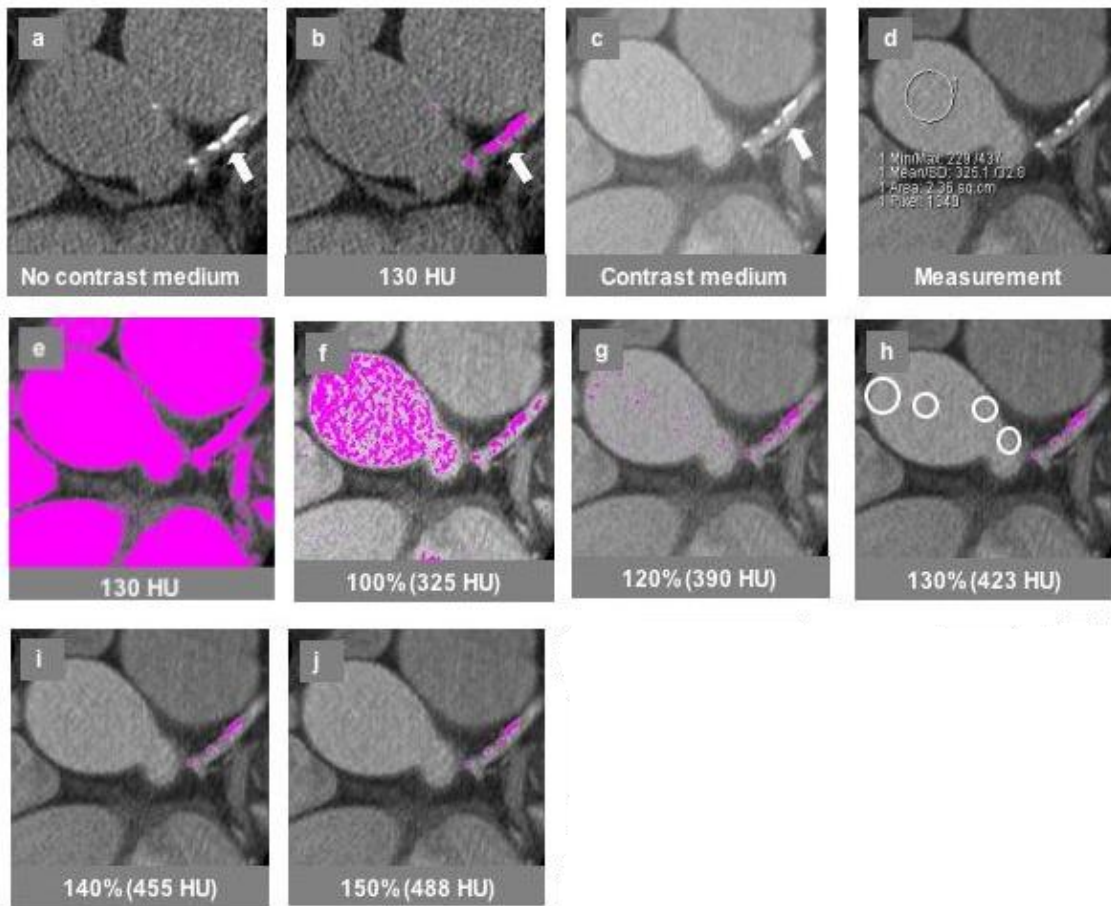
Bestimmung des optimalen HU-Schwellenwertes für das Kalkcoring in der koronaren CT-Angiographie eines Beispielpatienten. Die Bilder zeigen die axiale Sicht auf eine kalzifizierte Läsion (Pfeil) in dem Hauptstamm und der A. anterior descendens der linken Koronararterie in einer nativen Aufnahme(a-b) und in kontrastierten Aufnahmen (c-j). In den nativen Aufnahmen werden bei einem Schwellenwert von 130 HU nur die verkalkten Läsionen (pinkes Areal) von dem halbautomatischen Algorithmus erkannt (b). In der kontrastierten Aufnahme, mit einer mittleren Dichte der Aorta ascendens von 325 HU (d), resultierte ein Schwellenwert von 130 HU bzw. ein Schwellenwert von 100 % der mittleren intravaskulären Dichte der Aorta ascendens (325 HU) in einer deutlichen Fehlinterpretation von Kontrastmittel als Kalzifikationen (e, f). Die Dichte-Schwellenwerte wurden in 10 % Schritten von 120% bis 150% (g, h, i, j) festgelegt. Unter den Bildern ist der entsprechende Dichtewert festgehalten. In diesem Beispiel zeigt sich, dass unterhalb eines HU-Schwellenwertes von 140% der mittleren Dichte der Aorta ascendens Bildrauschen als Kalzifizierungen verkannt werden. Bei einem Schwellenwert oberhalb 140% konnte keine Fehlinterpretation von Bildrauschen als kalzifizierte Läsion beobachtet werden.
